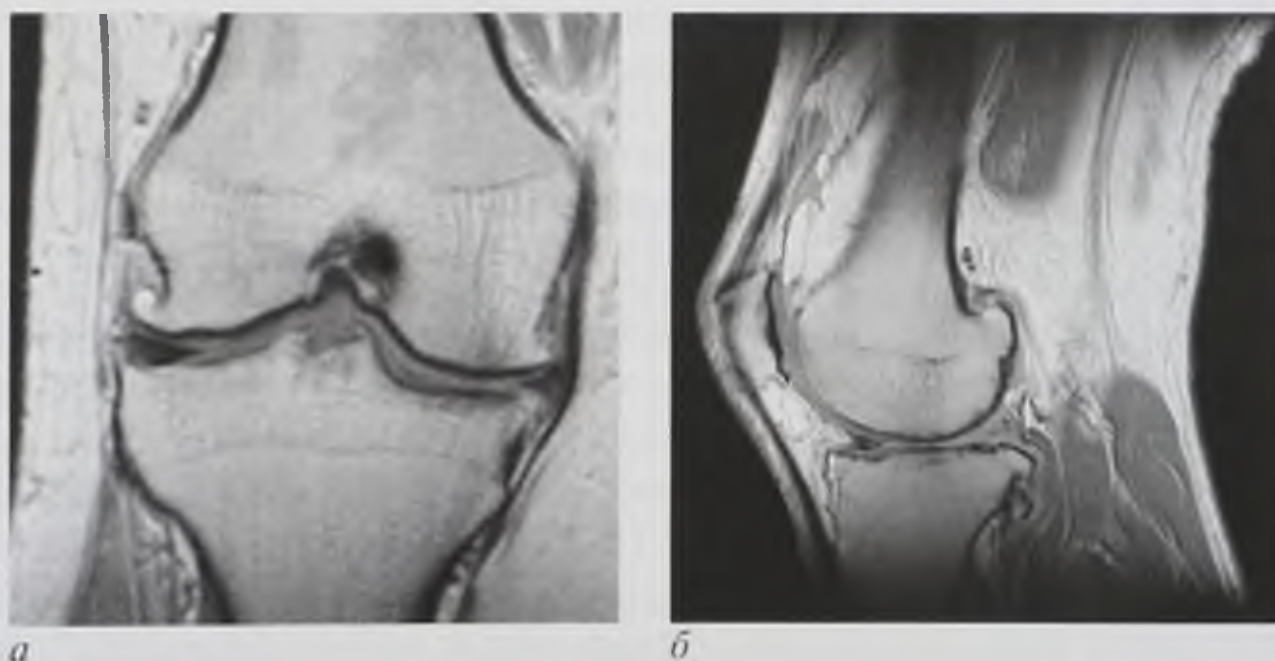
Магнитно-резонансные томограммы коленного сустава, T2-взвешенные изображения во фронтальной (*а*) и сагиттальной (*б*) плоскостях. Деформирующий артроз. Деформация суставных поверхностей, изменение суставного хряща, дегенеративные изменения менисков, краевые костные разрастания
